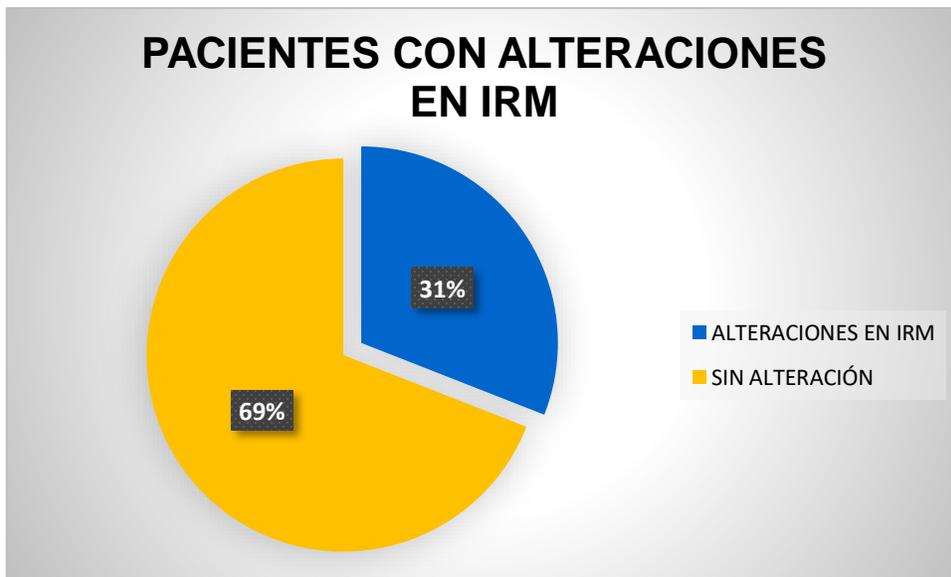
Pacientes con alteraciones en IRM de la muestra total evaluada.
